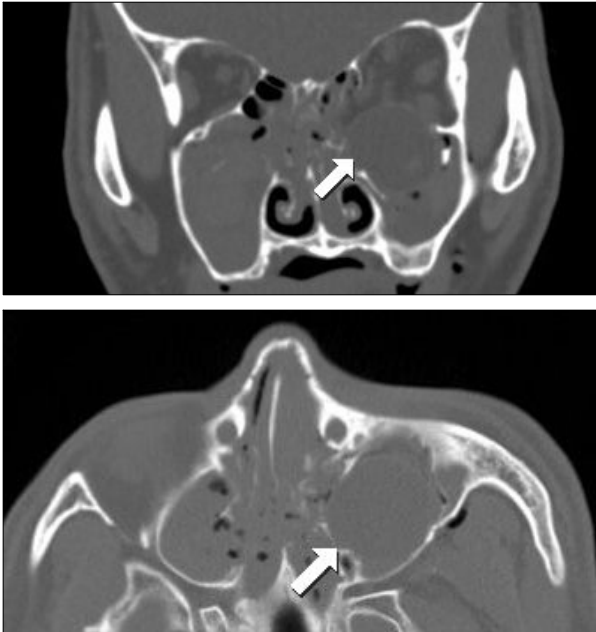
(Above) Preoperative coronal view. (Below) Axial view of CT scan show broad medial and inferior orbital wall defect with left eyeball herniation into maxillary sinus(white arrow).
